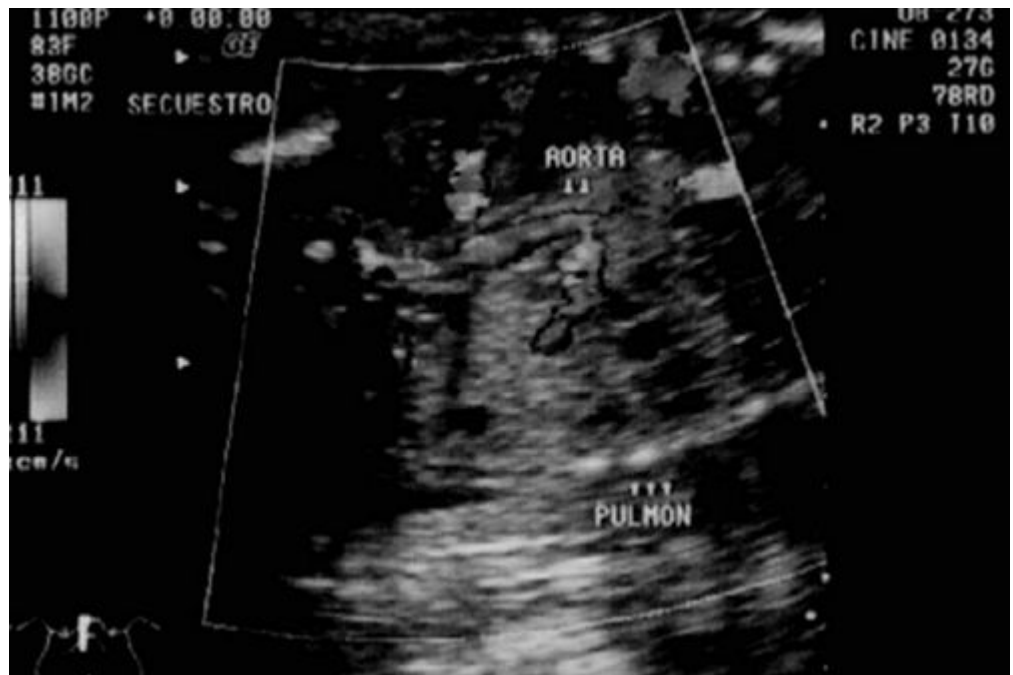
Ultrasonido Doppler a las 22 sem+6 días; donde se evidencia vaso aberrante aórtico que se dirige hacia lóbulo pulmonar. Así como, imágenes anecoicas redondeadas en relación a quistes.
